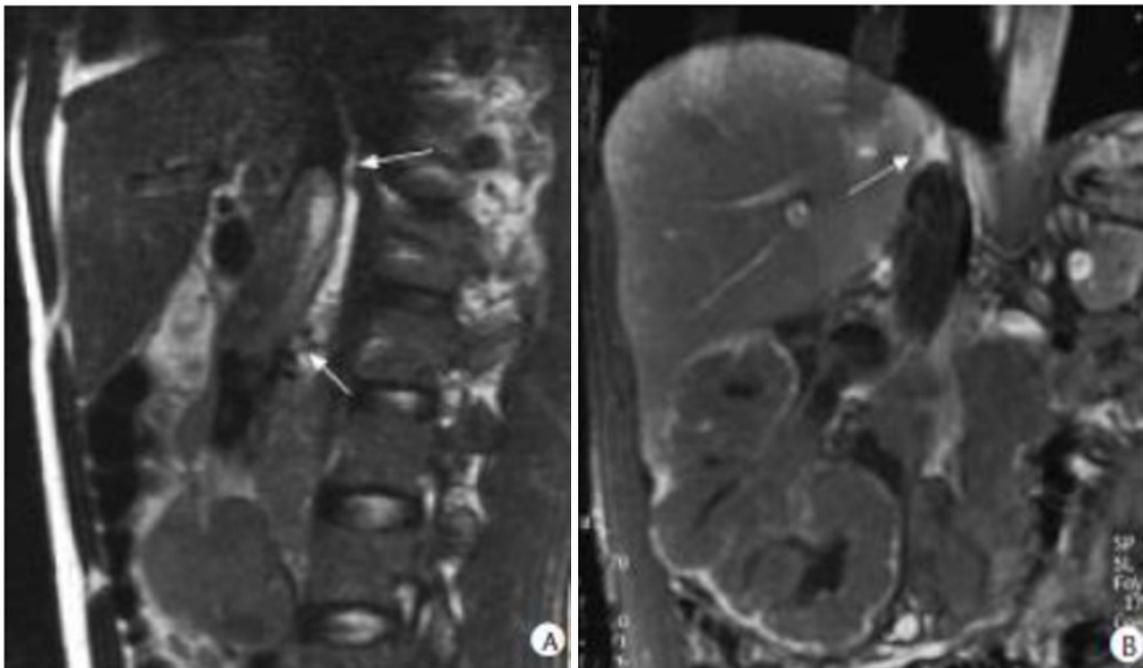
IRM. Volumineuses tumeurs rénales droites avec thrombus cave.
